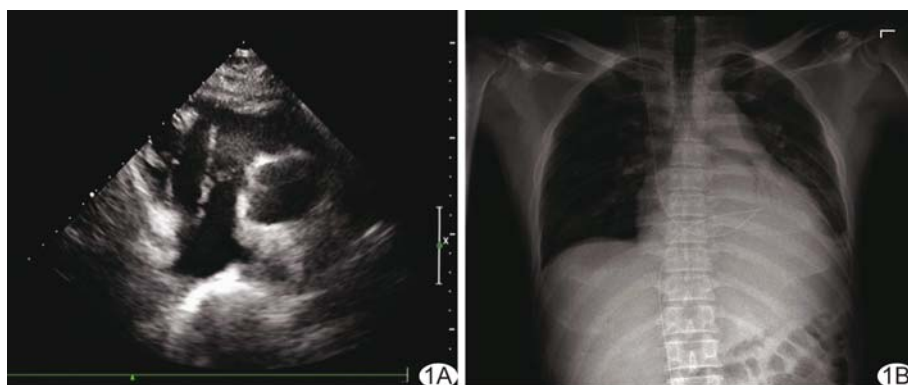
右心系统导丝残留并右心室前壁穿孔 A. 超声心动图显示导丝折返处呈锐角穿透右心室前壁及心包层; B. 胸部 X 线示右心系统内可见高密度导丝影
